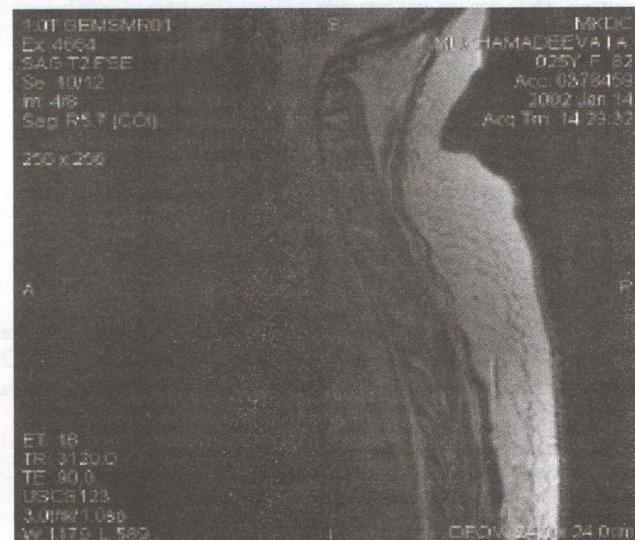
МРТ спинного мозга больной М-вой И. А.
